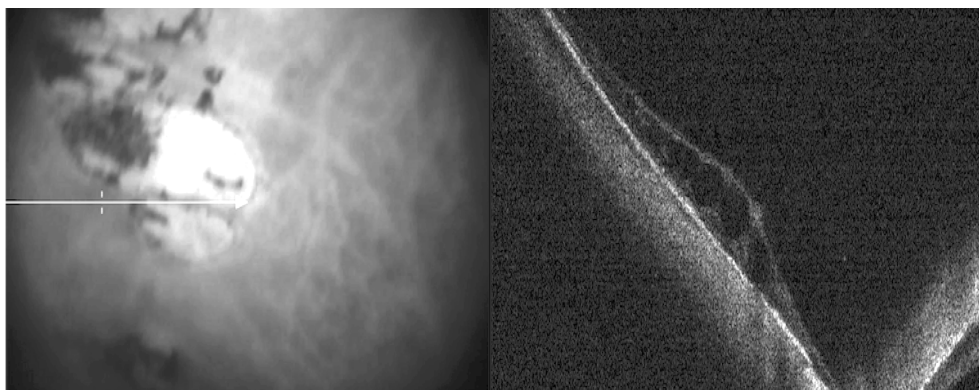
Фоторегистрация периферического отдела глазного дна пациента А., 14 лет, с диагнозом ретинопатия недоношенных, рубцовый период, II стадия, OD. Витреоретинальный интерфейс до проведения лазерной ретинопексии. 1 – атрофические хориоретинальные очаги с гиперплазией пигментного эпителия, с витреоретинальной тракцией (2) и тракционный периферический локальный ретиношизис, подтвержденный периферической оптической когерентной томографией (3)
